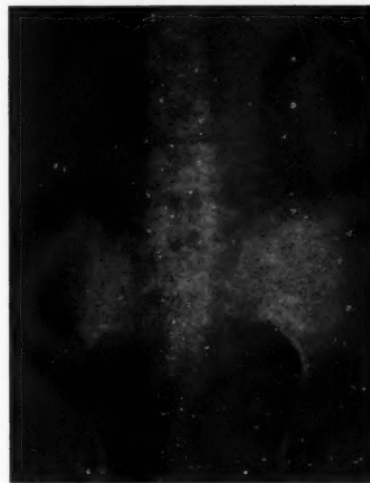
Röntgenleeraufnahme des durch die Geschwulst aufgetriebenen Bauches. Auf der rechten Seite des Bildes (Seitenverkehrt durch Photo des ursprünglichen Röntgenbildes) ist ein scharf begrenzter bis ins kleine Becken hineinreichender Weichteilschatten zu erkennen, der — mutatis mutandis — zweifellos der stark vergrößerten Milz angehört.
